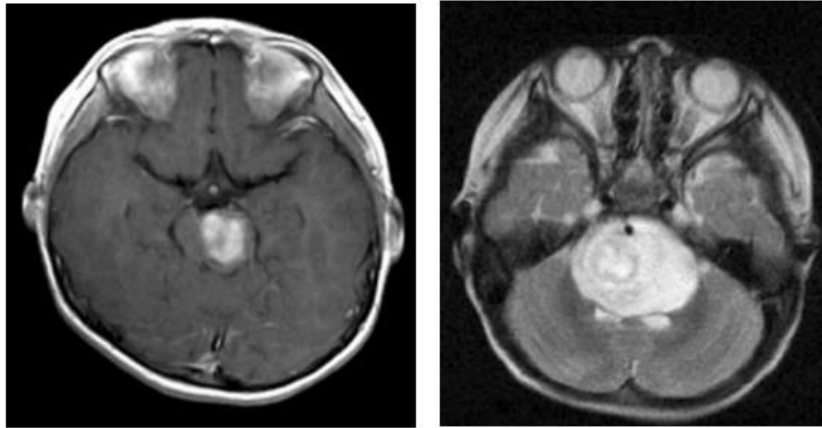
Imagen RM de un glioma pontino focal³ (izquierdo) y difuso intrínseco⁴ (derecho).
